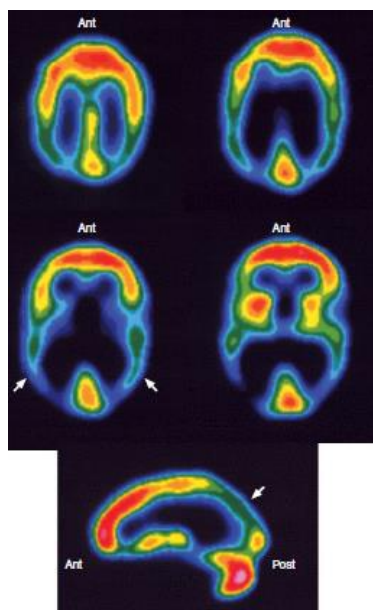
Imagens de PET obtidas com o radiofármaco FDG- ^{18}F , as quais apresentam uma atividade metabólica diminuída e simétrica nas zonas do temporoparietal posterior (setas). Adaptado da referência (3)
